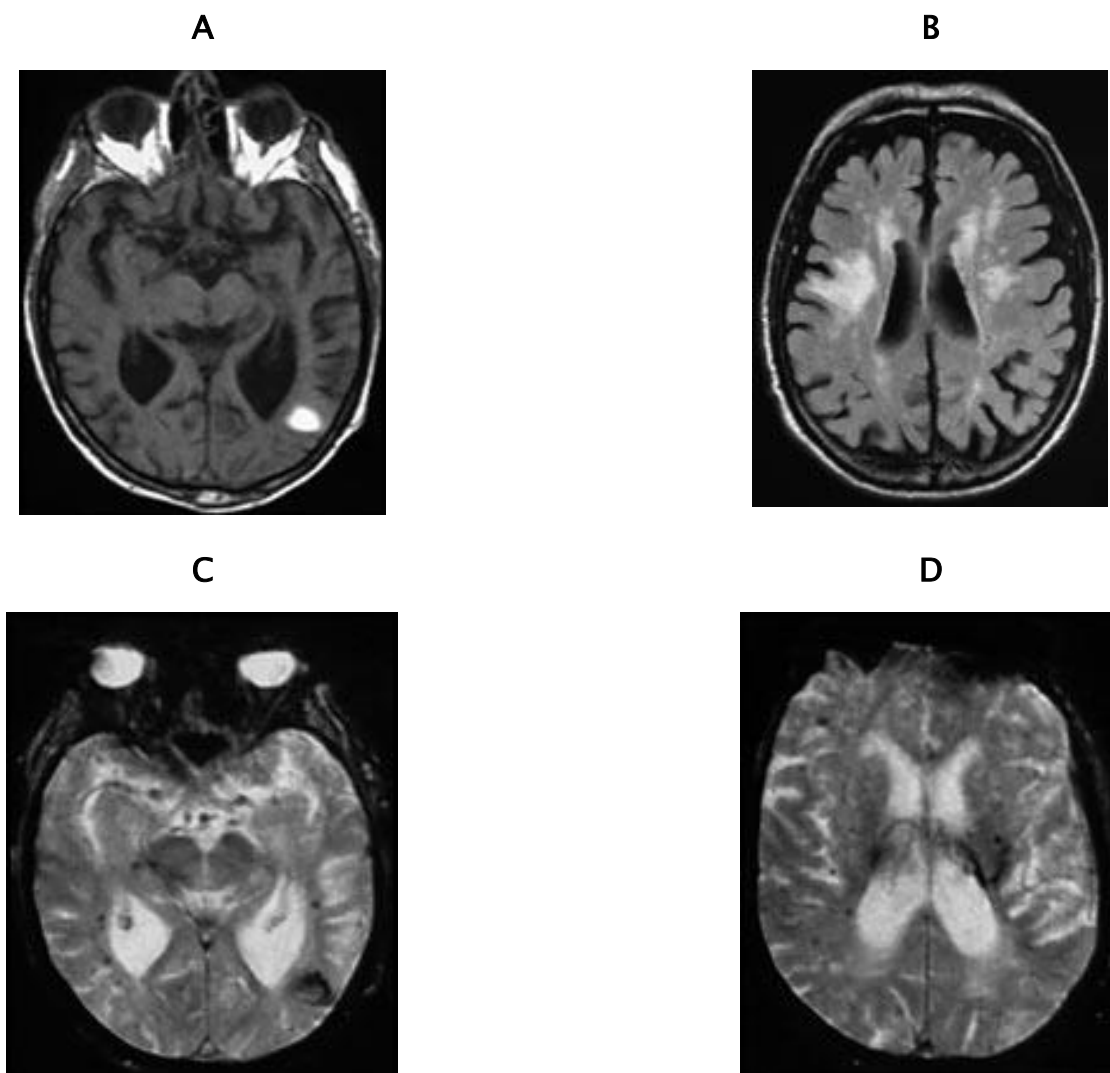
IRM chez un patient âgé de 81 ans, dément, normo tendu et présentant un hématome lobaire : angiopathie amyloïde cérébrale. a) Séquence en pondération T1 SE, dans le plan axial montrant un hématome temporal gauche cortico/sous-cortical hyperintense. b) Séquence Flair, dans le plan axial révélant des hypersignaux confluents de la substance périventriculaire et sous-corticale compatibles avec une leucopathie d'origine vasculaire. Associée à une séquelle ischémique frontal droite. c- d) Séquence en pondération T2*Écho de gradient, dans le plan axial: hématome temporal apparaissant hétérogène, hypo intense associé à de multiples microhémorragies.
